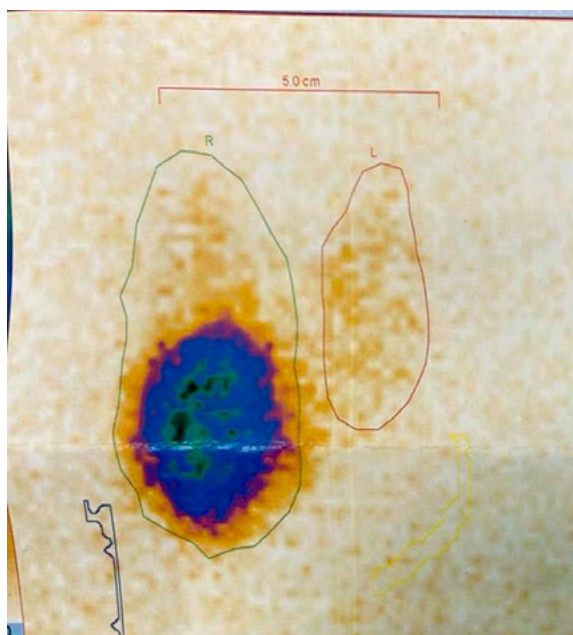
Сцинтиграфия токсической аденомы правой доли ЩЖ
